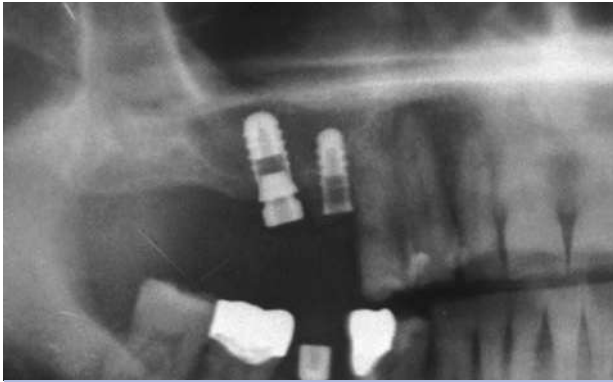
Controllo radiografico a 4 mesi: gli impianti sembrano vagare nel vuoto
